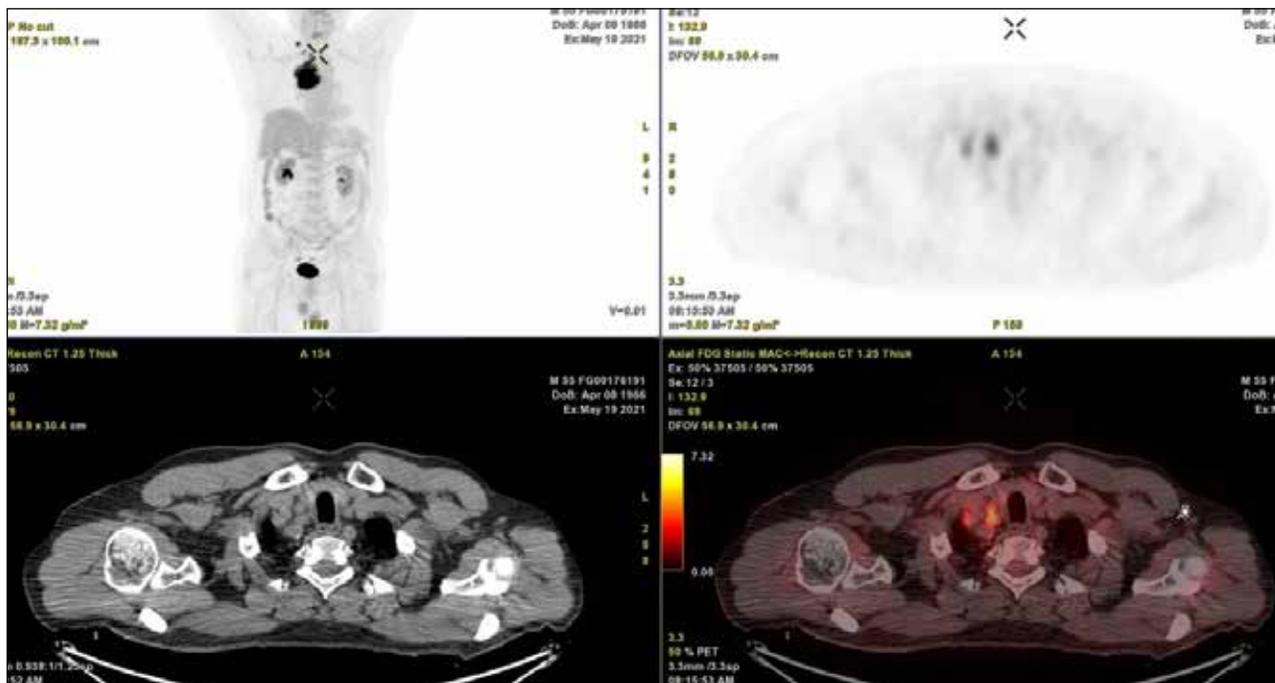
Контрольная ПЭТ КТ от 19.05.2021 — зарегистрирован второй поздний рецидив
